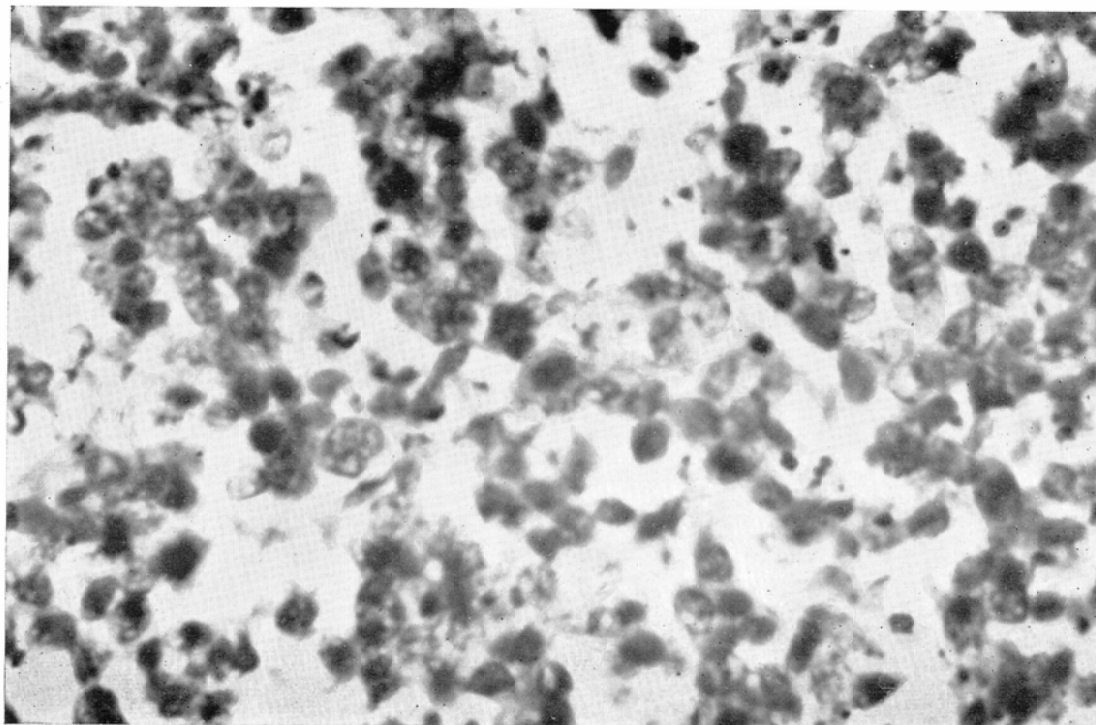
The neoplasm arising in the margin of amputated humerus. There are found many degenerations of cells and nuclei, and debris caused by 1800 r of X-ray irradiation. (by courtesy of the department of pathology of our college)
